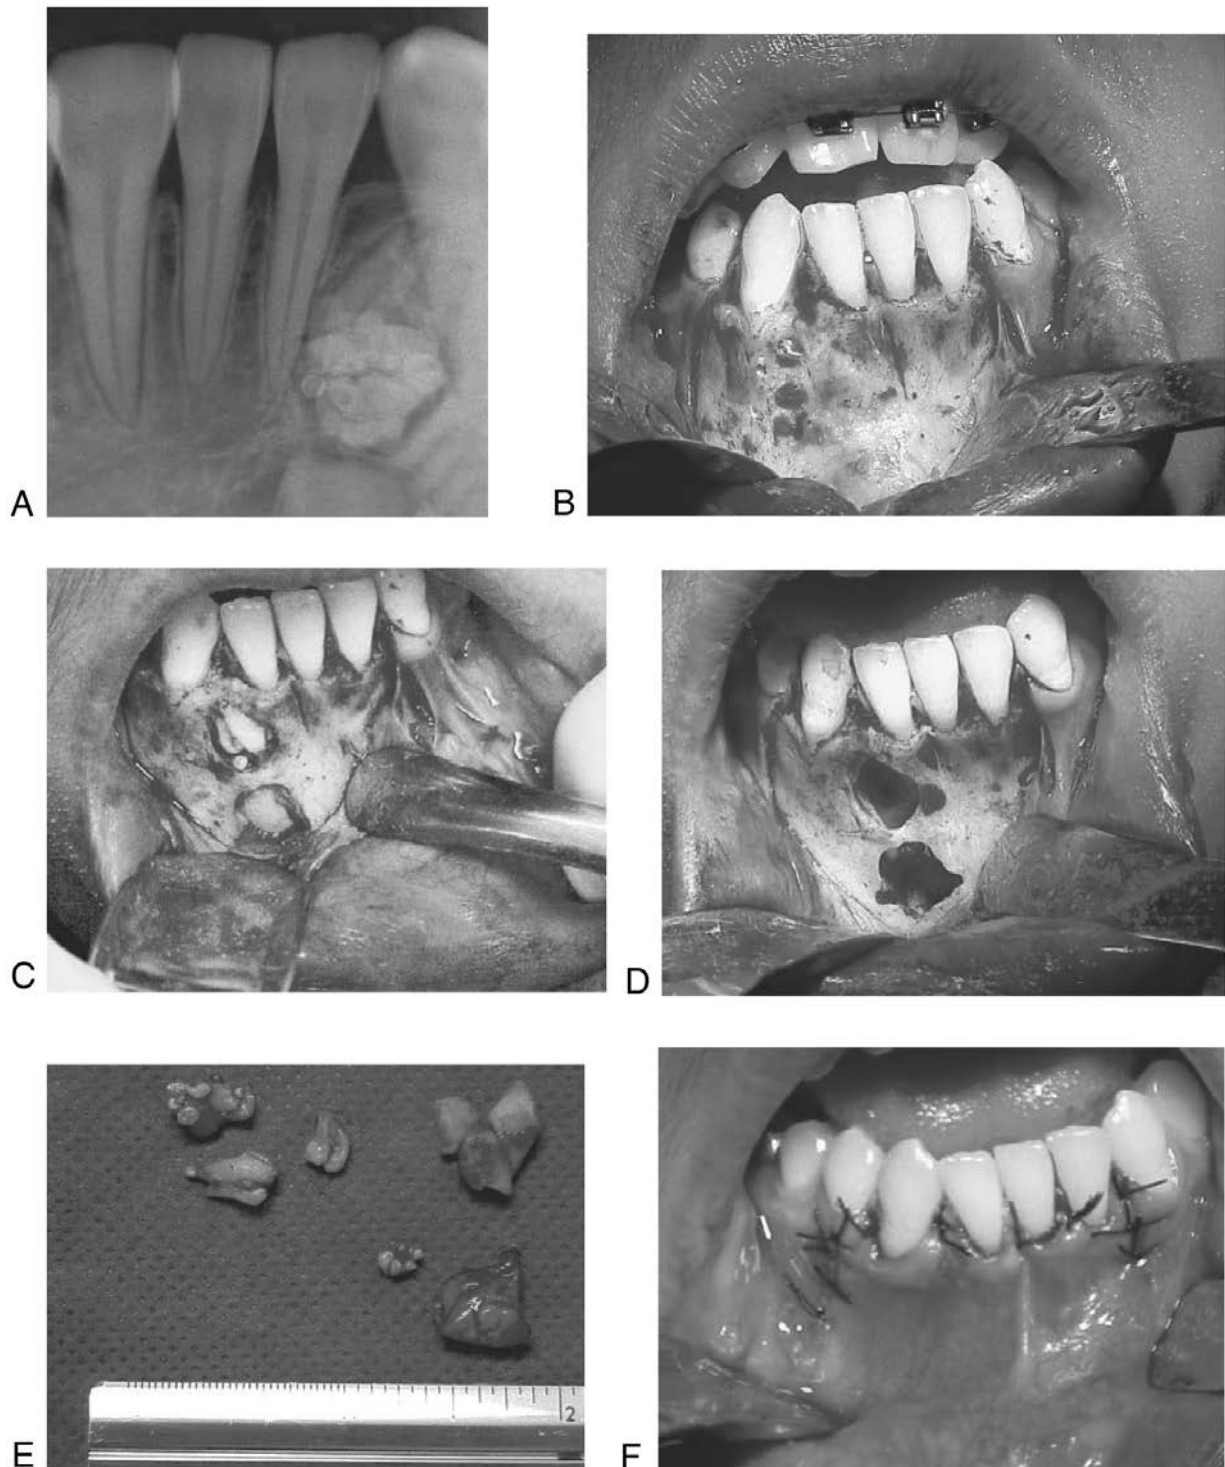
Radiografía periapical en la que se observa un odontoma compuesto interfiriendo con la erupción de un diente permanente (A). Abordaje quirúrgico subperióstico (B), en el que se tendrá especial cuidado de respetar la cresta ósea que se encuentra relacionada con los dientes adyacentes (C), de tal manera que el defecto cuenta con mejores condiciones para la cicatrización ósea, sin poner en riesgo a los dientes vecinos (D). Muestra quirúrgica donde se observan varios denticulos (E). Finalmente, se reposiciona el colgajo para conseguir un cierre primario de la herida (F).
